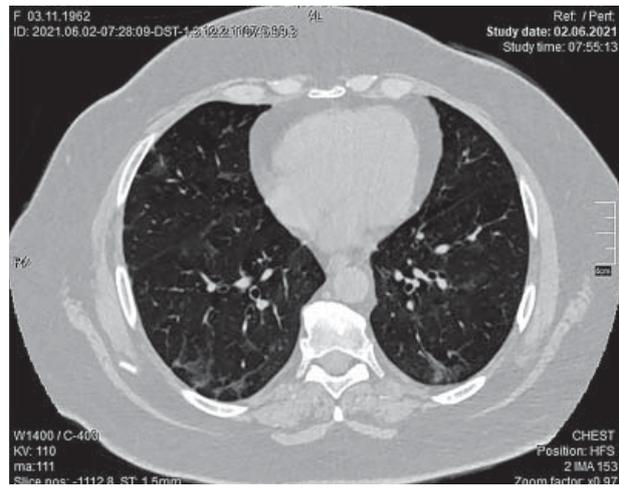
КТ ОГК хворої К. 02.06.2021 р. (через 1 міс) на тому самому рівні. Аксіальний зріз
